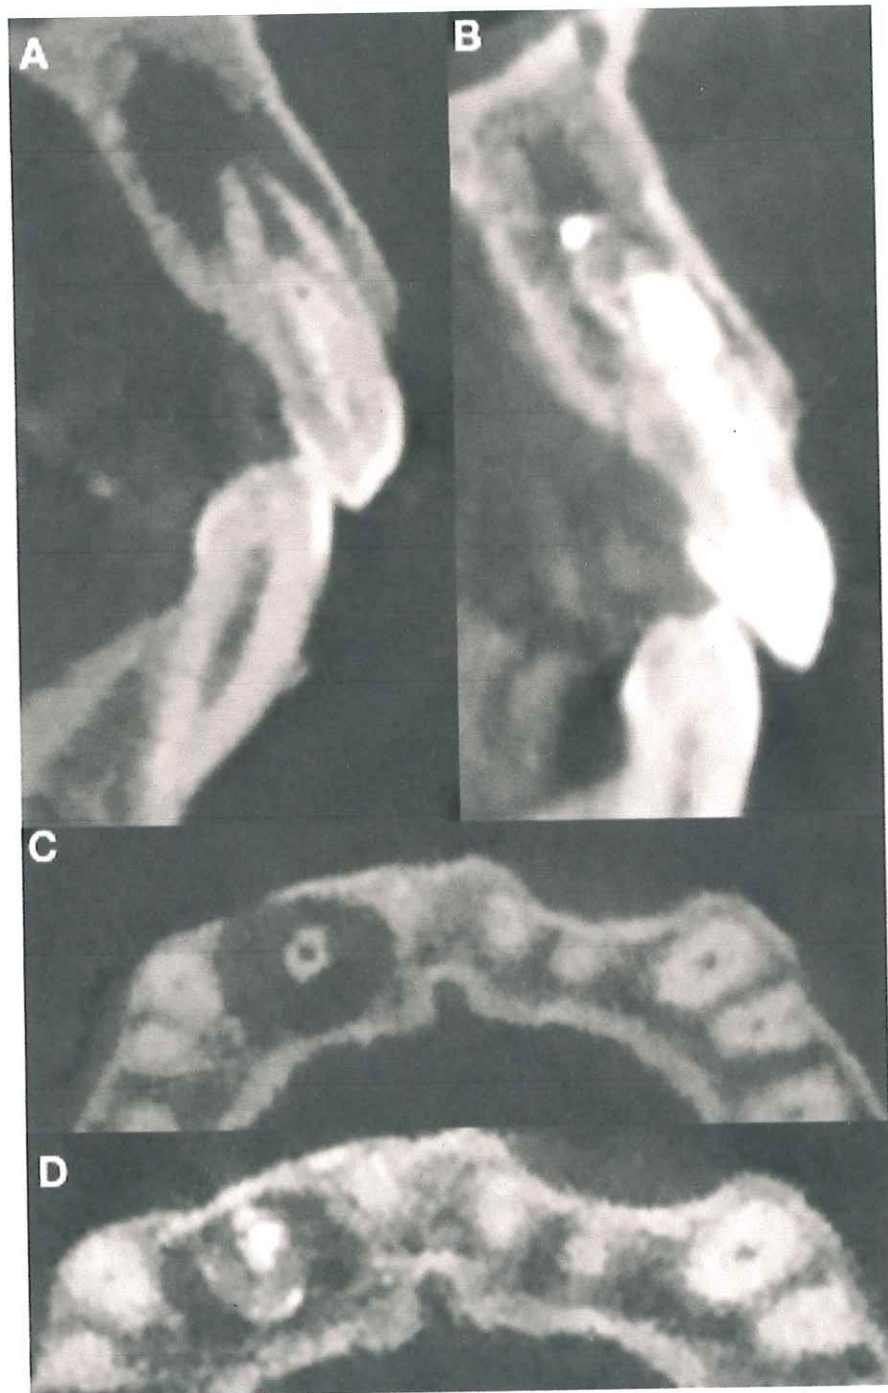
A) Corte sagital al inicio del tratamiento. Se identifica la invaginación del esmalte, ápice abierto y lesión periapical. B) Corte axial control a 18 meses de seguimiento C) Corte axial al inicio del tratamiento. Tabla vestibular perforada y el tercio apical de la raíz D) Corte sagital control a 18 meses de seguimiento.
